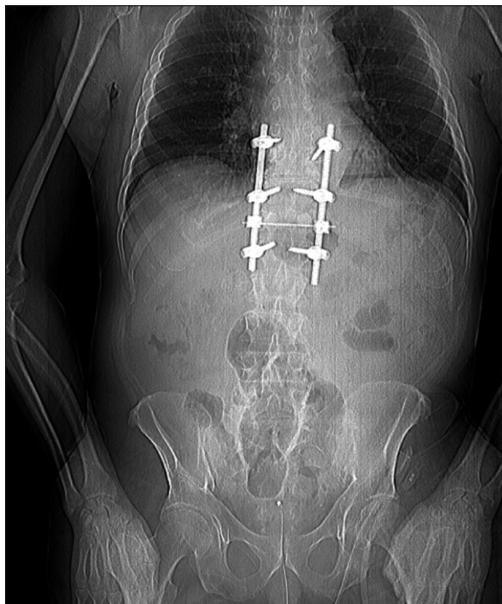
Imagen de tomografía. Reconstrucción panorámica. Columna dorsal con prótesis de fijación.
